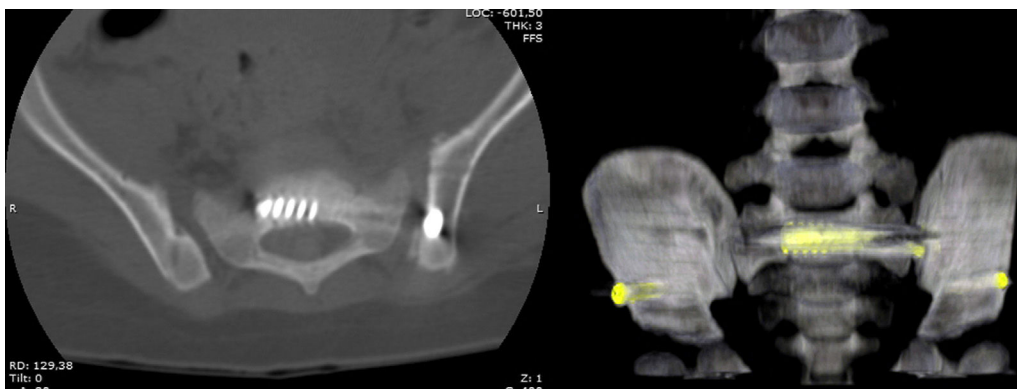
TC con reconstrucción tridimensional que pone de manifiesto la correcta colocación del tornillo sacroilíaco, sin invasión del canal medular.
